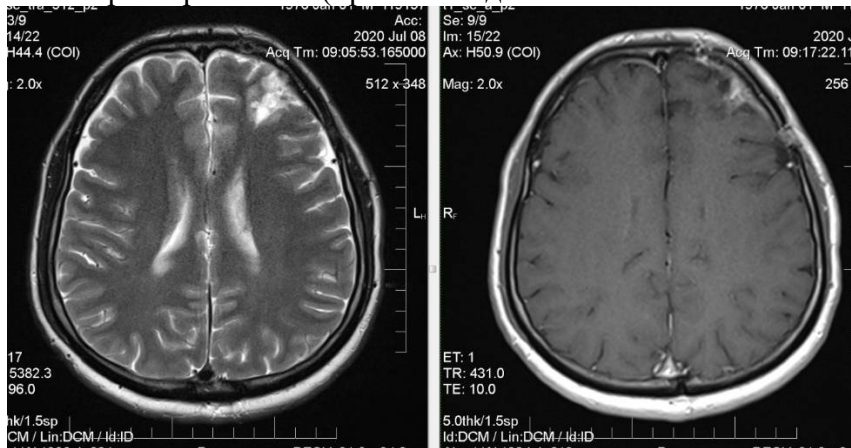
МРТ головного мозга с контрастом.
